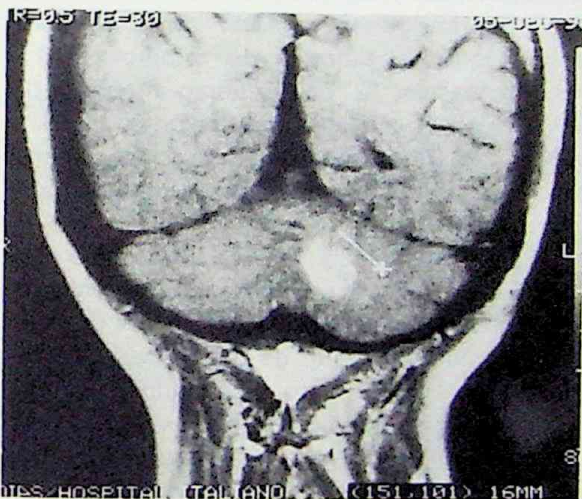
Control por RM tiempo de relajación T1 (TR500 TE30) con gadolinio, que muestra refuerzo nodular en vermis y región paravermal izquierda, de menor tamaño.
